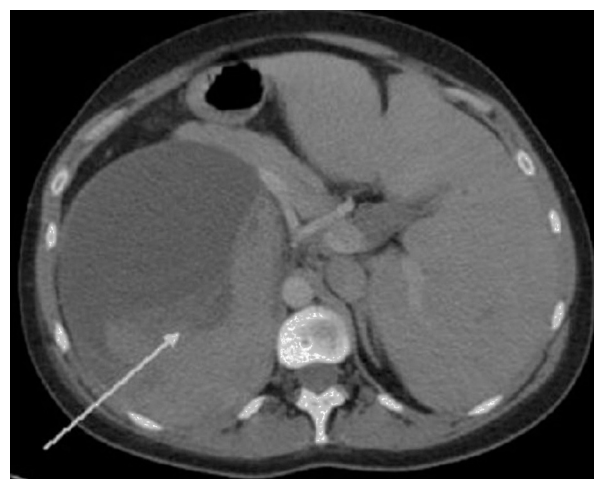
Tomografía que demuestra la presencia de una tumoración compleja en el cuadrante superior izquierdo.
